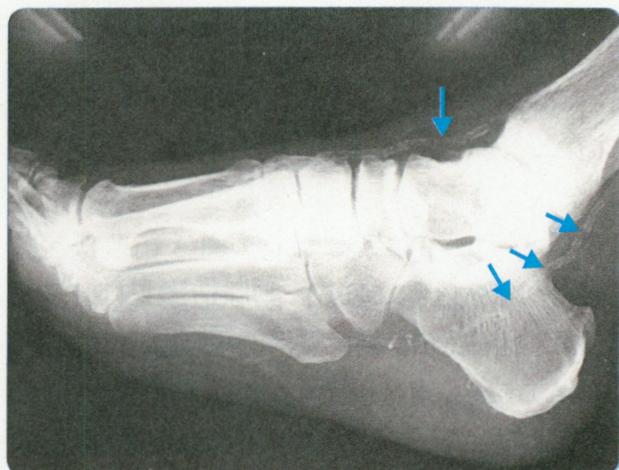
糖尿病患者の単純X線像で見られる下腿～足部動脈の石灰化(矢印)
